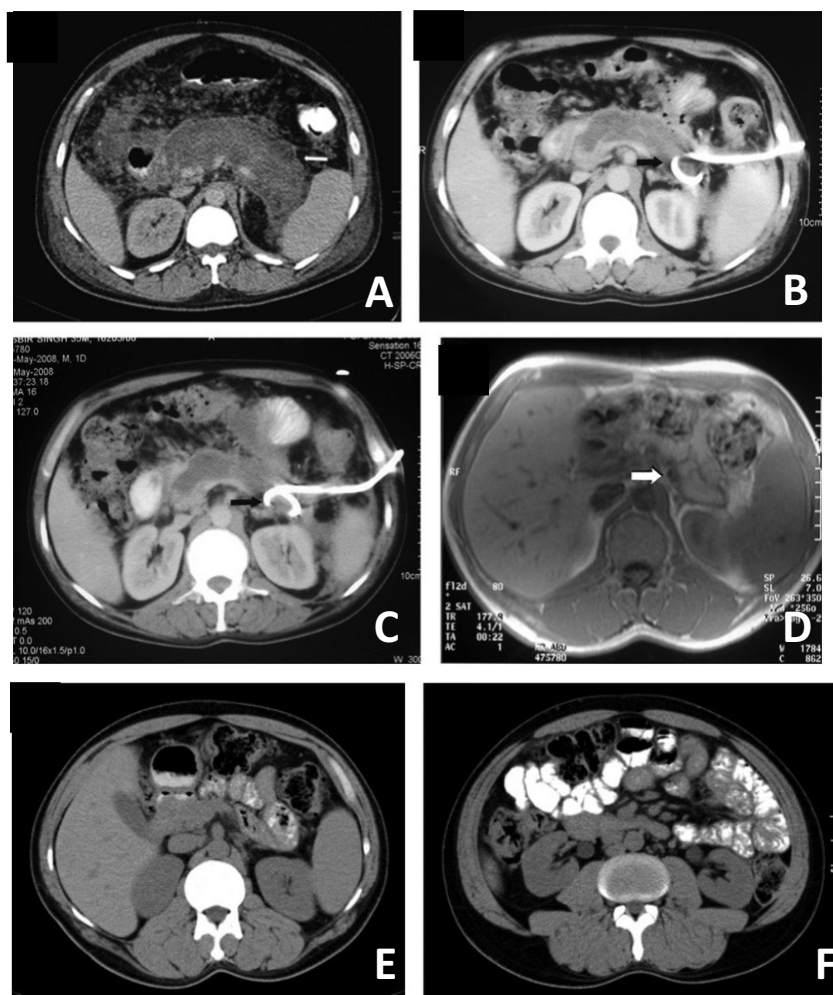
TAC de evolución de una necrosis pancreática en una Pancreatitis Aguda potencialmente grave. A, TAC abdominal con presencia de necrosis casi total del páncreas en el décimo día tras instauración de la pancreatitis. B, (día 43 tras instauración de la pancreatitis) TAC abdominal que muestra un drenaje en el cuerpo y cola del páncreas, puesto el día 18 tras la instauración de la pancreatitis. C, TAC abdominal en el día 43 tras instauración de la pancreatitis en la cual se aprecia el drenaje en cuerpo y cola junto con una colección residual. D, RMN de abdomen en secuencia T1, (día 870 tras instauración de la pancreatitis) que muestra un tejido pancreático normal en cuerpo y cola. E, TAC de seguimiento (día 1408) en el que se puede ver atrofia del cuerpo y la cola en la región del páncreas. F, TAC de seguimiento (día 1408); el corte axial a un nivel inferior al páncreas muestra una resolución completa de la necrosis.
